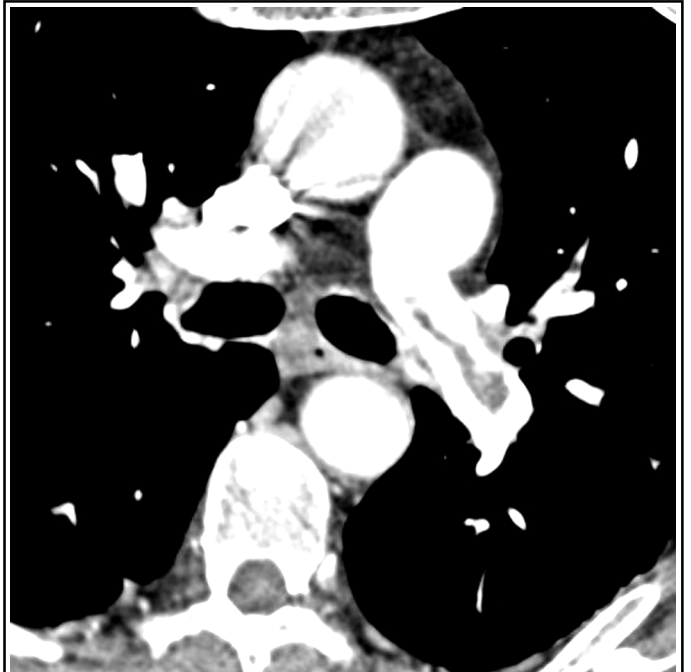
Angio-CT : embolie pulmonaire dans l'artère pulmonaire gauche (avec l'aimable autorisation de D. Tack, C.H.U. de Charleroi).
